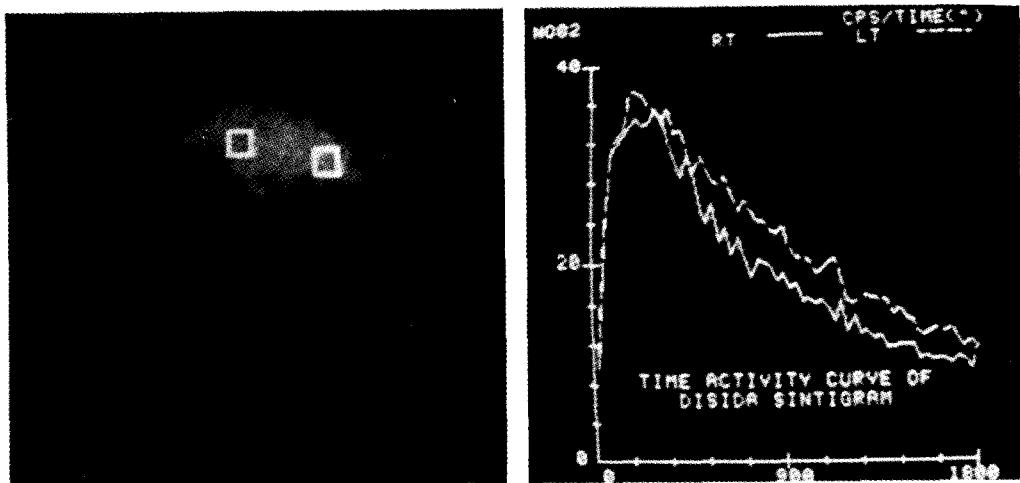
Time activity curve of ^{99m}Tc -DISIDA scintigram at irradiation region of interest (Right ; Rt) and non-irradiation ROI(Left ; Lt)
